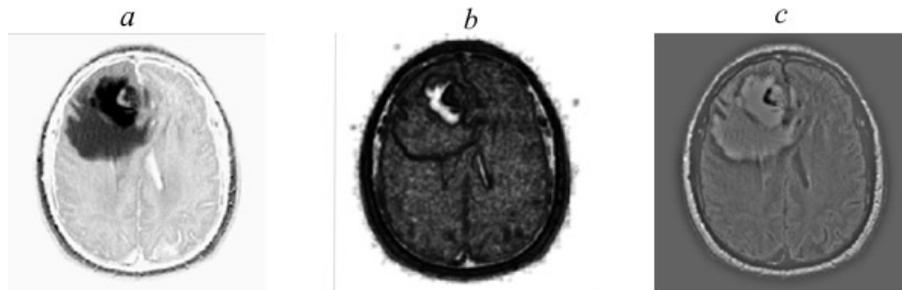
Application de différentes métrique sur une image RM de cerveau pondéré en T1
